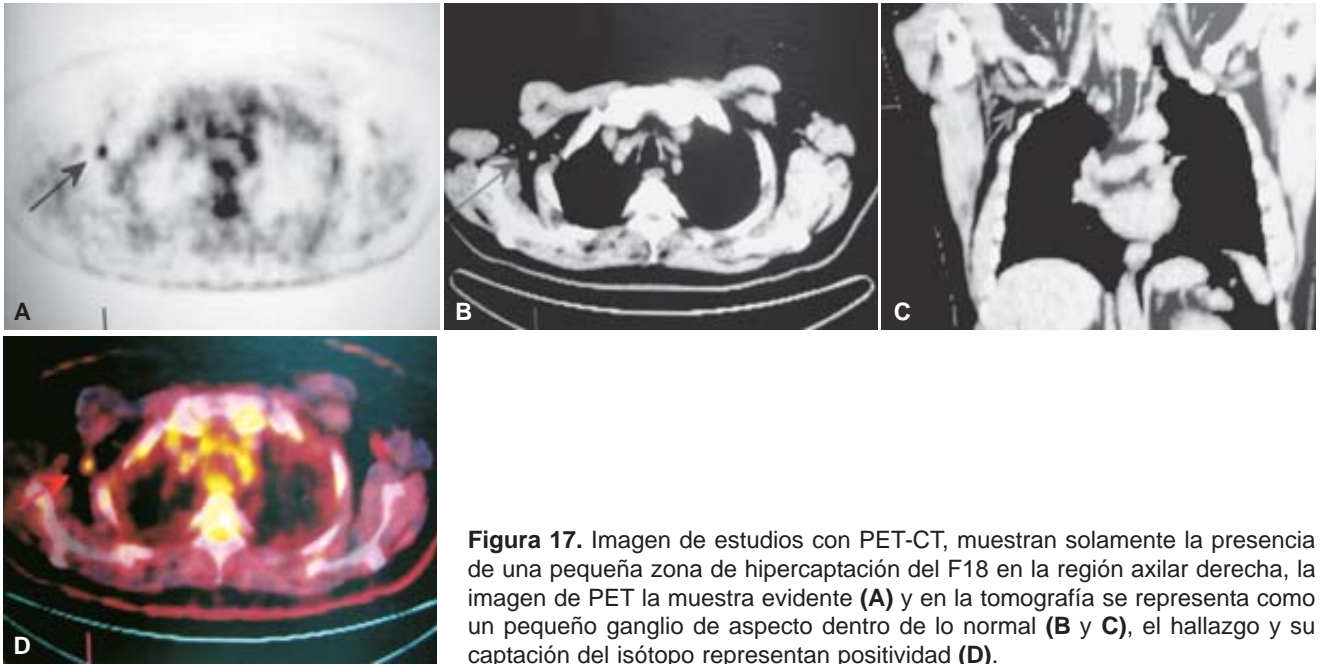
Imagen de estudios con PET-CT, muestran solamente la presencia de una pequeña zona de hipercaptación del F18 en la región axilar derecha, la imagen de PET la muestra evidente (A) y en la tomografía se representa como un pequeño ganglio de aspecto dentro de lo normal (B y C), el hallazgo y su captación del isótopo representan positividad (D).
